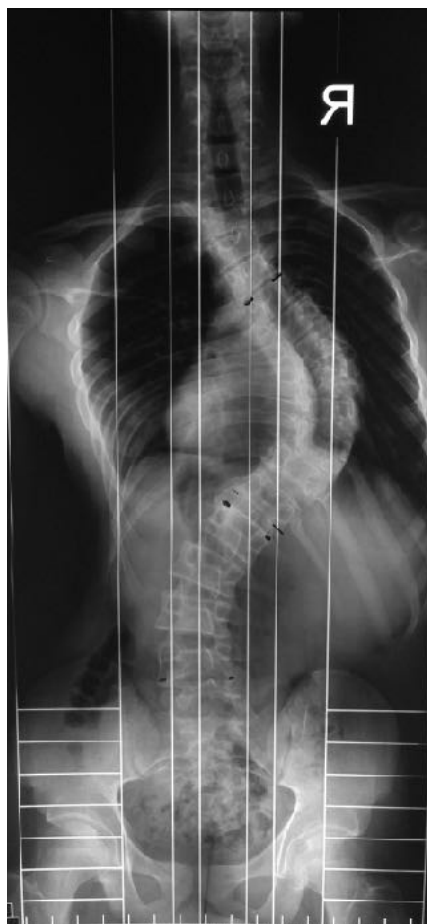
Radiografía de columna total AP de paciente con escoliosis. Por convención, estas Radiografías se analizan al revés tal como si se estuviese examinando la espalda del paciente.
